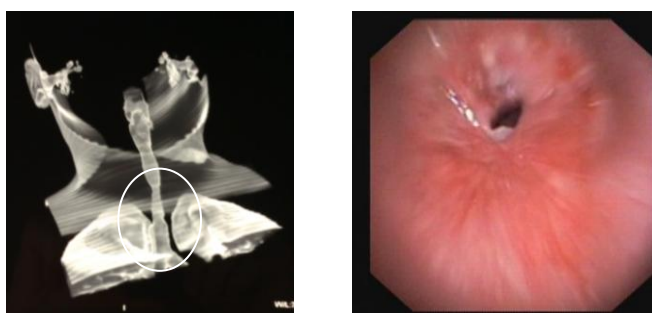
Компьютерная томография области шеи: визуализируется стеноз верхней трети трахеи. Справа видеотрахеобронхоскопия: определяется концентрическая рубцовая стриктура трахеи с сужением просвета до 6 мм в диаметре.
